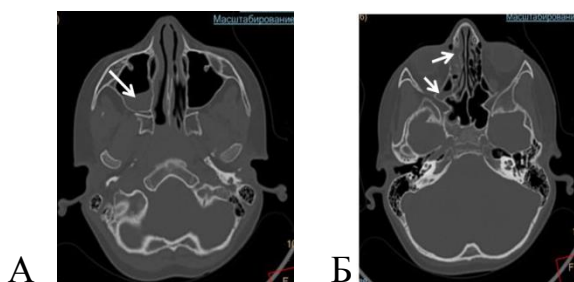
КТ ребенка С.,6 лет. Диагноз: пневмококковый менингоэнцефалит.
